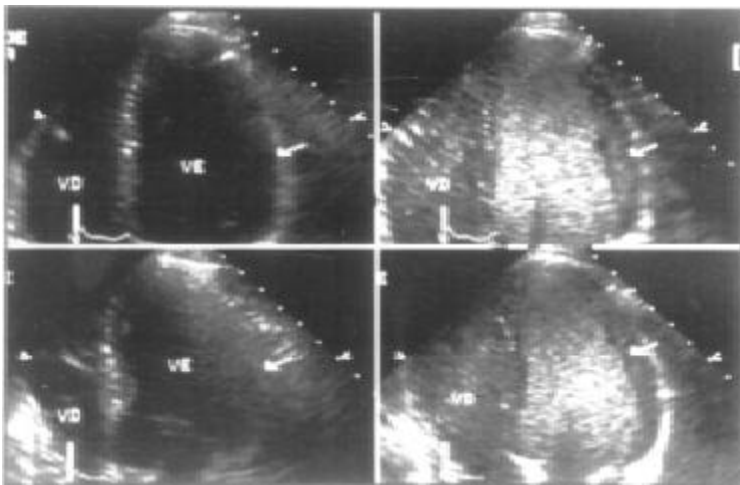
Exemplo de como a injeção de microbolhas pode melhorar o delineamento de bordos endocárdicos durante a ecocardiografia sob estresse farmacológico. Nota-se pobre delineamento do endocárdio da parede lateral (setas) sem o uso de contraste, com excelente delineamento observado após a administração de contraste, tanto em estado de repouso (imagens superiores) como no pico do estresse (imagens inferiores).
